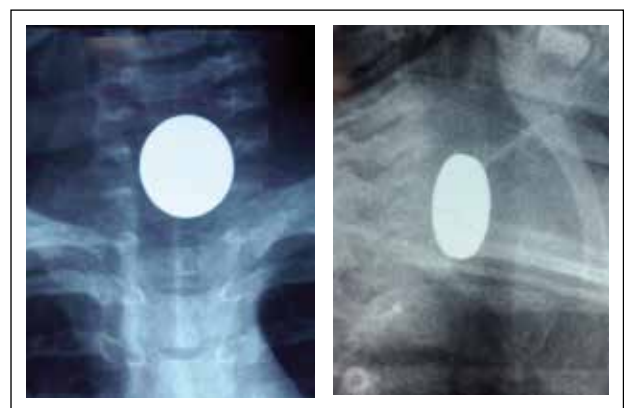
Radiografía anteroposterior (a) que muestra en el tercio superior del tórax una imagen compatible con cuerpo extraño radiopaco, redondeado y de bordes uniformes. En la incidencia lateral (b) se observa el cuerpo extraño con incremento en el grosor.
